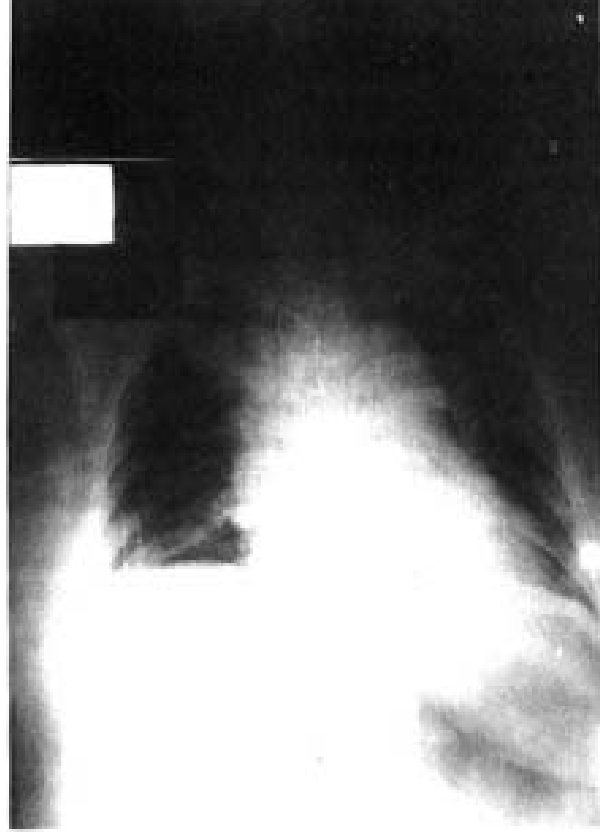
Superior Vena Cava ve Sağ atrium yerleşimli hemodializ kateter fragmanı akciğer grafisinde görülmektedir
